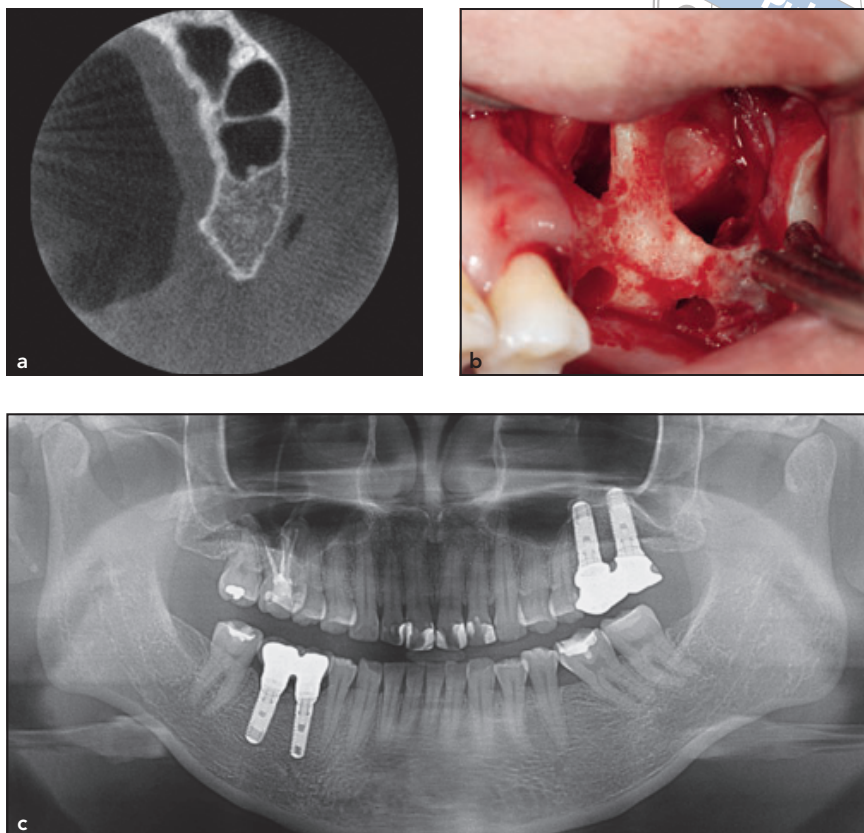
Management von Underwood-Septen der Klasse M-c. (a) Die rekonstruierte axiale Ansicht zeigt zwei Septen in der linken Kieferhöhle. (b) Es wurden zwei Fenster präpariert. (c) Das abschließende rekonstruierte Panoramaröntgenbild zeigt ein Implantat im transplantierten Sinus.
